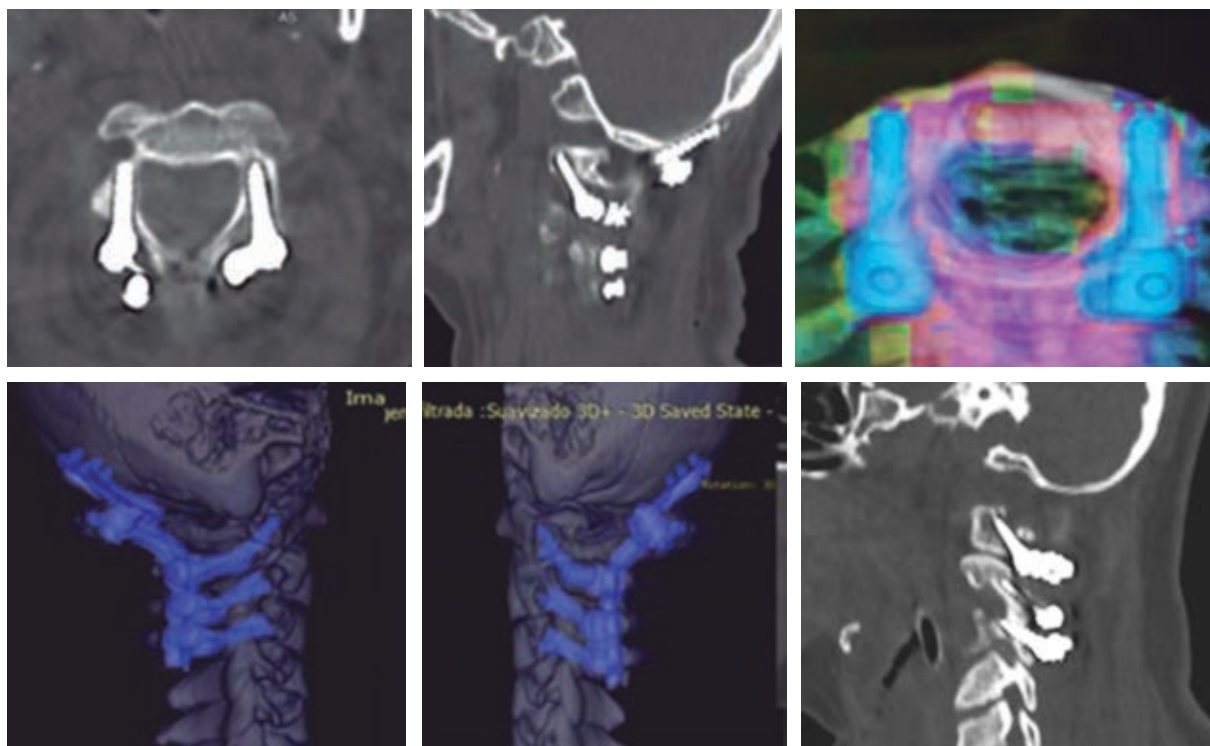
Tomografía axial computarizada de control postquirúrgico. Se observa adecuada colocación de tornillos ístmicos con técnica Harms, y fijación estable con sistema Neon C0-C1-C2-C3.
